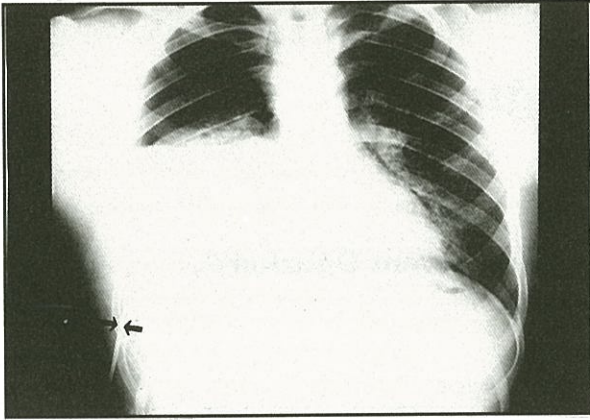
PA akciğer grafisinde sağda düzgün konturlu kist hidatik lezyonu.
